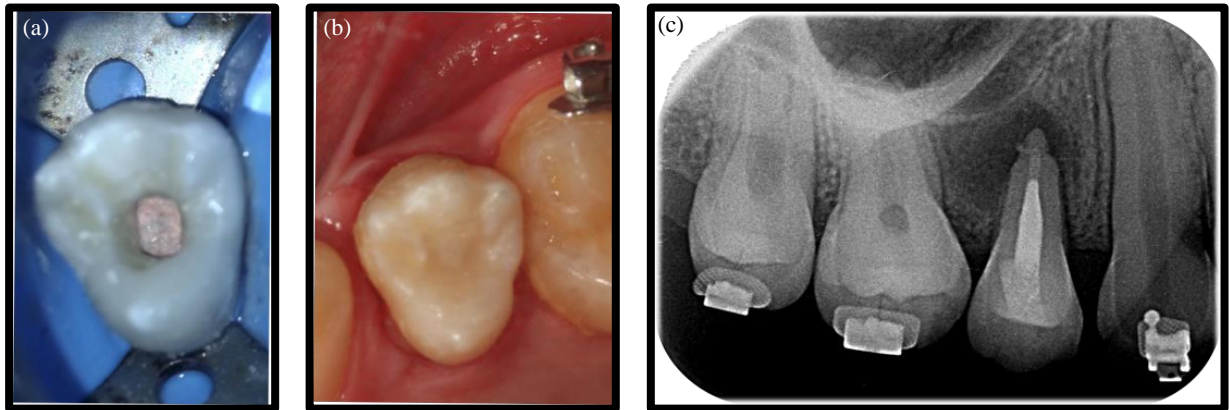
(a) Conducto obturado con gutapercha, (b) Restauración definitiva y (c) Radiografía final
